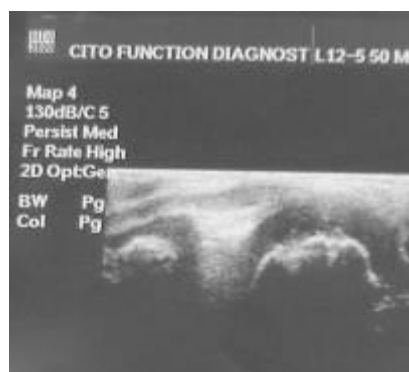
УЗИ. Явления хондромалиции.
